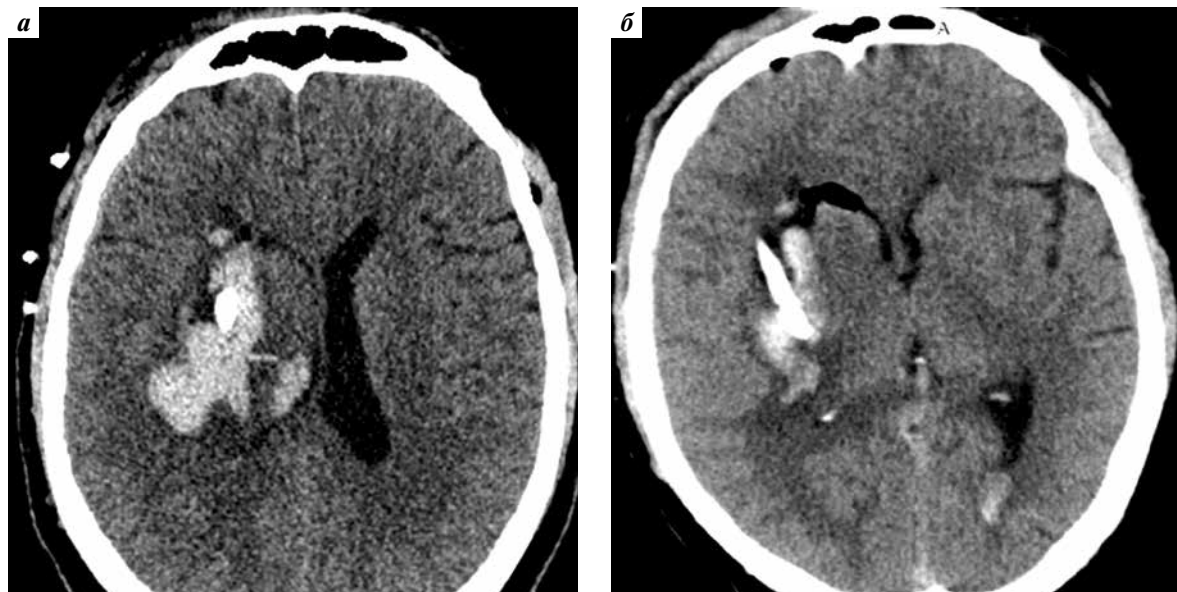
Компьютерная томография головного мозга пациента Б. в аксиальной проекции: а – 48 ч от начала фибринолиза: объем гематомы – 17 см<sup>3</sup>; поперечная дислокация – 3 мм; катетер в полости внутримозговой гематомы; б – 72 ч после начала фибринолиза: объем гематомы – 5 см<sup>3</sup>; дислокации нет
